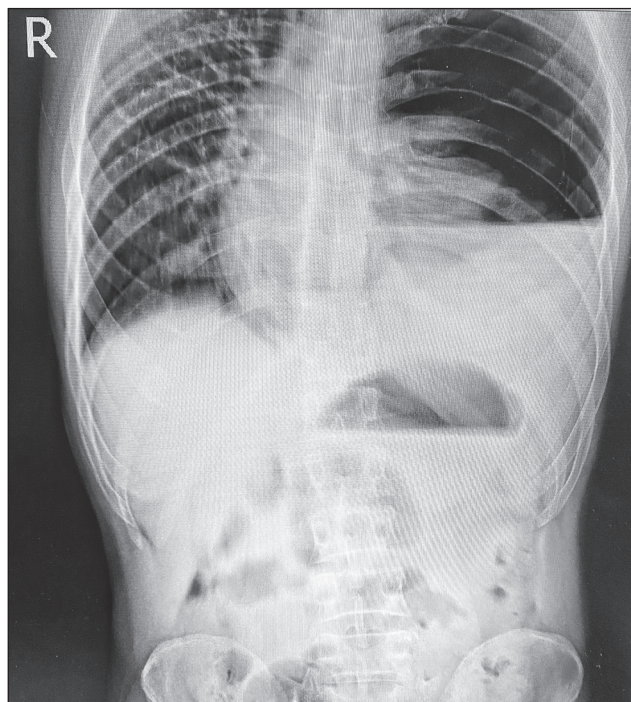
X-ray of patient B., 35 years old. Left — pulmonary pattern is absent, the lung is collapsed, there is fluid in the sinus with a horizontal level, the diaphragm dome is not contoured
